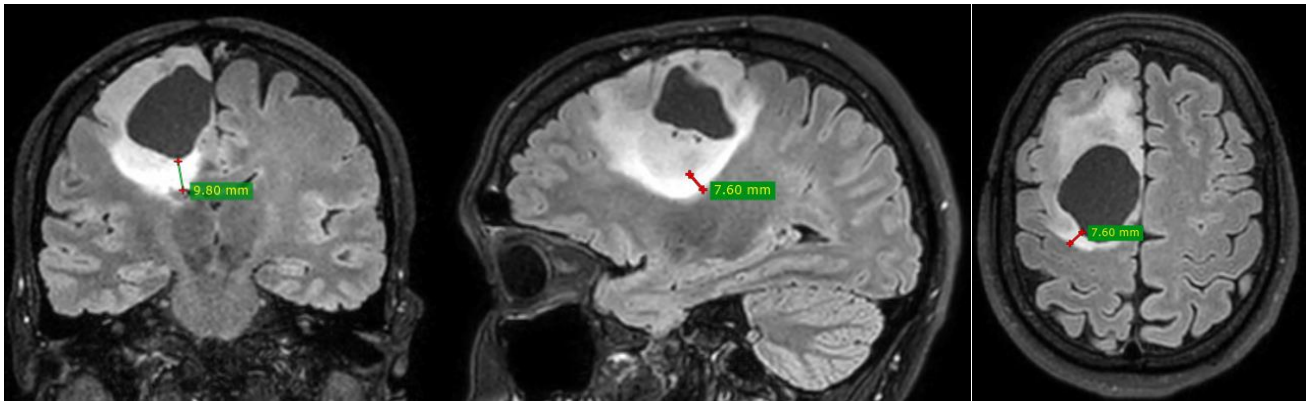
МРТ в режиме FLAIR в коронарной (9,8 мм), сагитальной (7,6 мм) и аксиальной (7,6 мм) проекциях с указанием размера перитуморального отека
